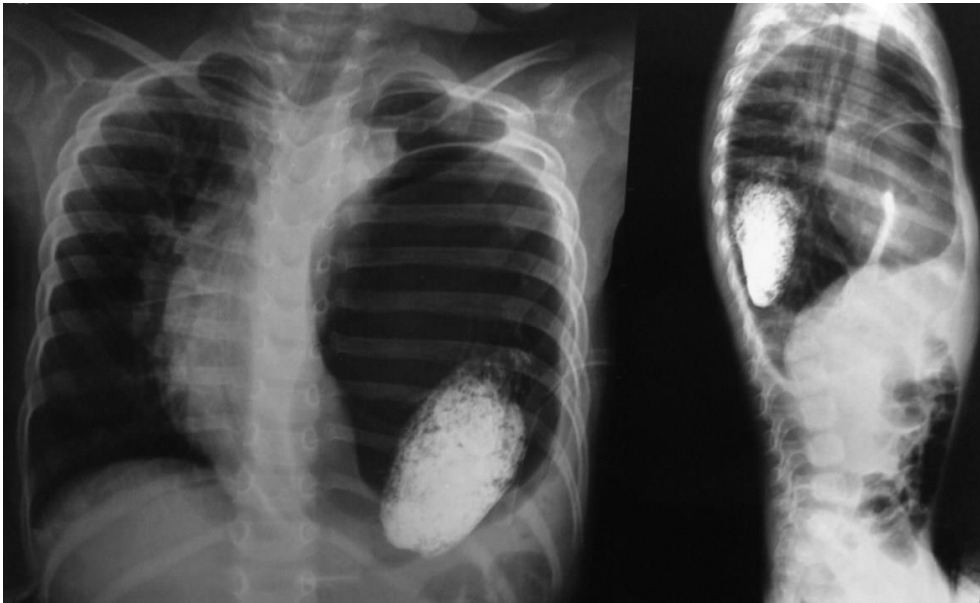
Radiografias em AP e Perfil, utilizando contraste oral (bário). É evidenciada a hérnia diafragmática com a presença de alças intestinais para a cavidade torácica e o deslocamento de mediastino para o lado contralateral.
